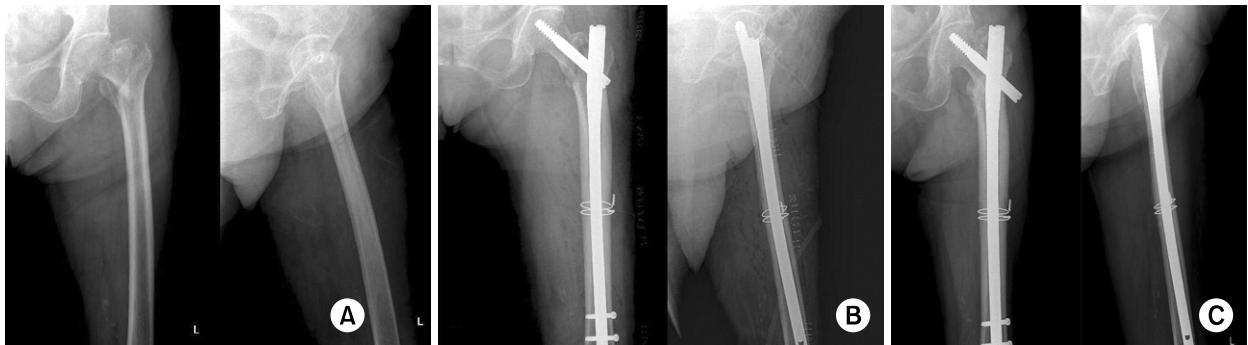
(A) 75 year old female patient presented with intertrochanteric fracture as AO/ASIF classification A2.2. (B) Postoperative radiographs show a minor split at the cortex of femur shaft and fixed with Gamma 3 long nail and roll wires. (C) Postoperative 6 months radiographs show moderate sliding of lag screw and well united fracture site.
